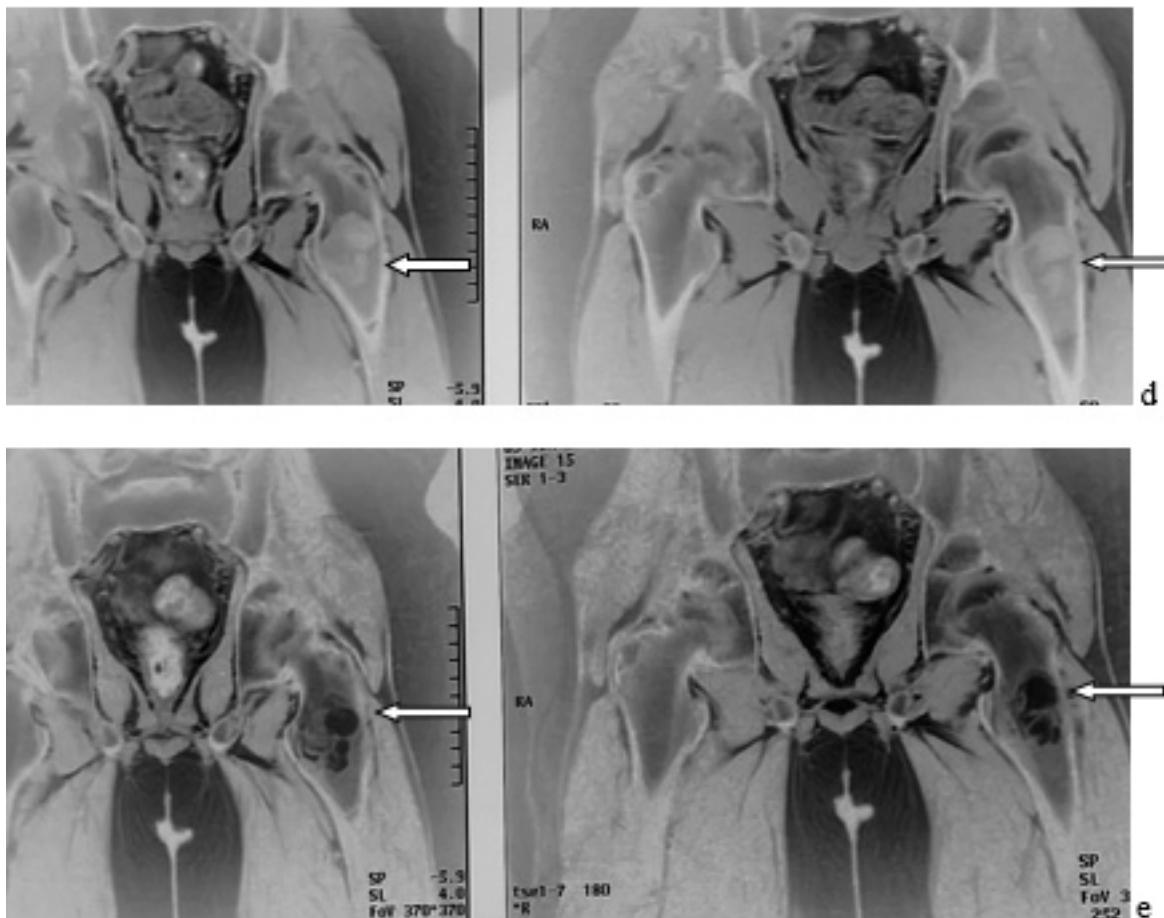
Plain radiographs (a, b), fragment of CT images (c). Pelvis MRI: T1-weighted, coronal plane (d); T2-weighted, coronal plane (e). MRI study revealed the presence of multicystious area, sized 35x42x45 mm, hypointense in T1-weighted images and hyperintense signal with surrounding zone of hypointense signal in T2-weighted images. Solitary bone cyst (arrows)
